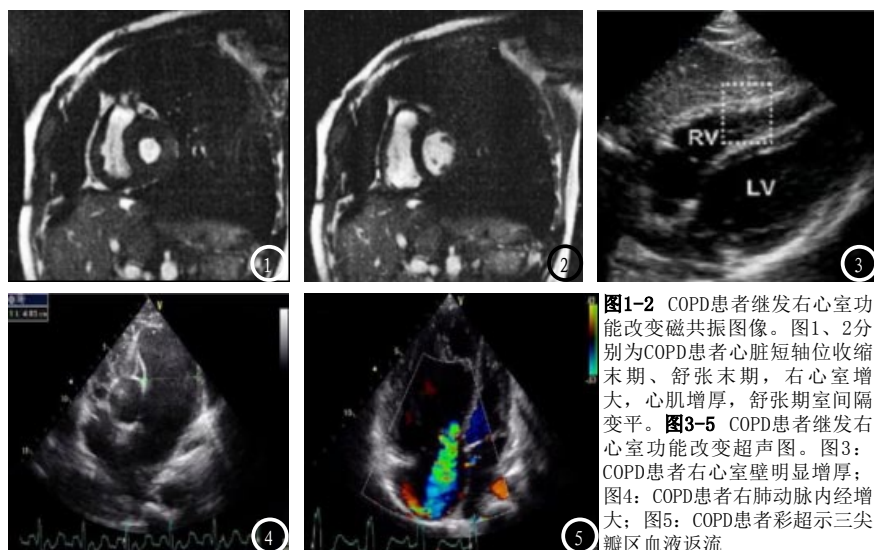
COPD患者继发右心室功能改变磁共振图像。图1、2分别为COPD患者心脏短轴位收缩末期、舒张末期，右心室增大，心肌增厚，舒张期室间隔变平。图3-5 COPD患者继发右心室功能改变超声图。图3：COPD患者右心室壁明显增厚；图4：COPD患者右肺动脉内径增大；图5：COPD患者彩超示三尖瓣区血液返流
